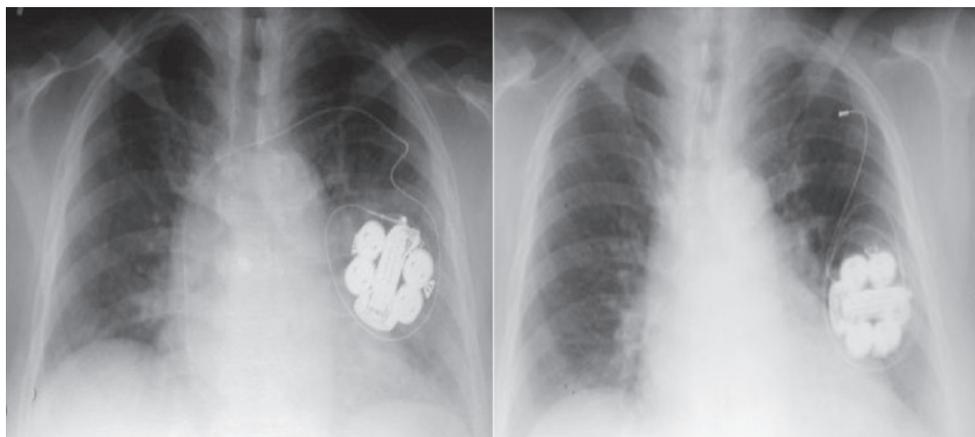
Рентгенограмма, иллюстрирующая развитие синдрома Твиддлера
